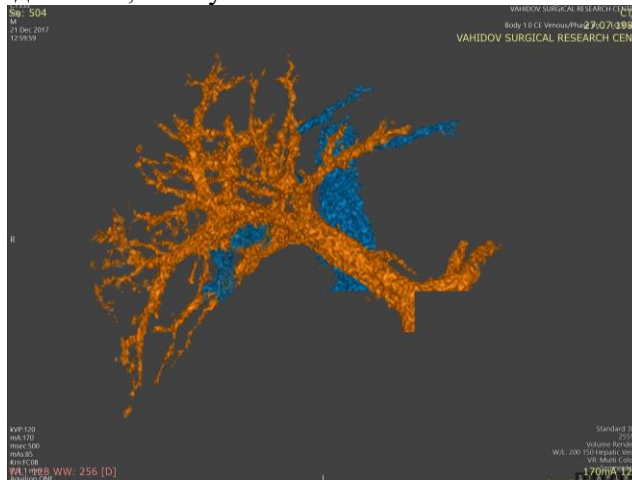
КТ-портграфия. L – левая ВВ, R – правая ВВ.
